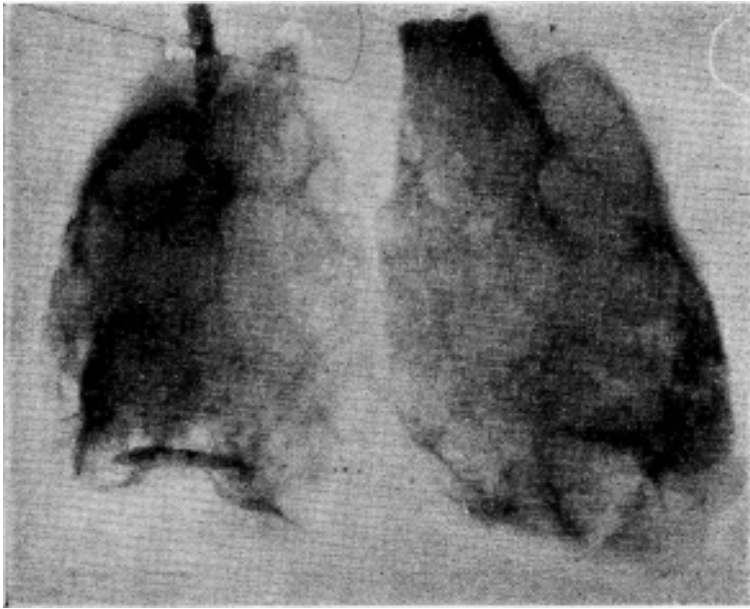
Radiografía de la pieza. — Caso N° 2.
